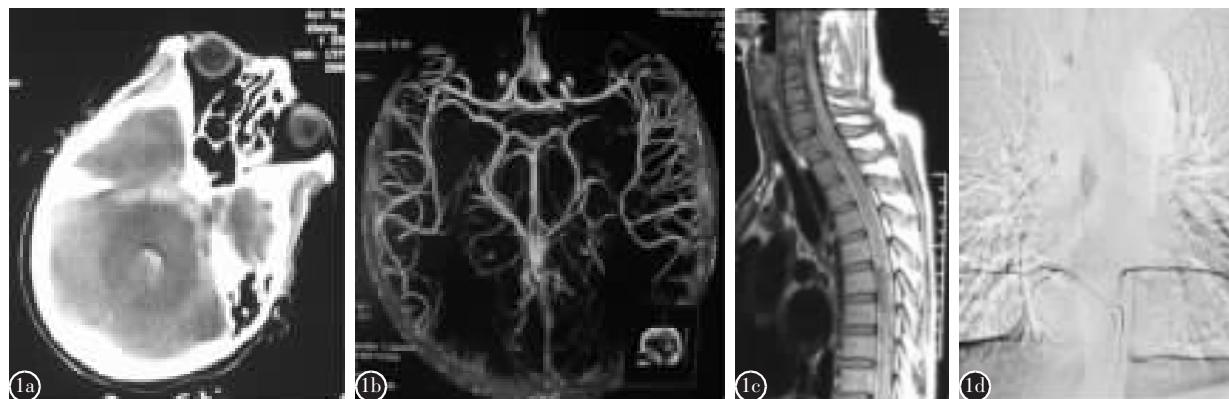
患者女,29岁 a 头颅 CT 示桥脑池蛛网膜下腔及第四脑室血肿 b 头颅 CTA 未见颅内异常血管病变 c 胸椎 MRI 矢状位 T2 加权像示 T6-T7 水平脊髓血管流空信号,蛛网膜下腔可见不均匀的高信号线状影,向头端延伸 d 脊髓 T9 动脉造影正位像示 T6-T7 水平畸形血管团,由脊髓前动脉供血
